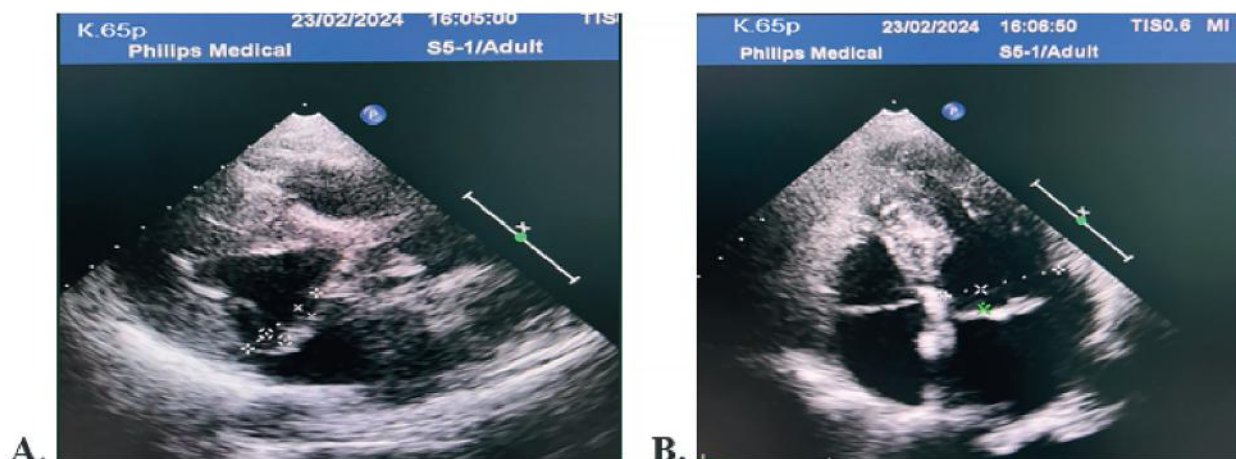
Echo-CG of patient K, 65 years old: A – Prolapse of the mitral valve leaflets beyond the fibrous ring is more than 4 mm. Parasternal position along the long axis; B – Prolapse of the mitral valve leaflets beyond the fibrous ring is more than 5 mm. Apical 4-chamber apical position.
